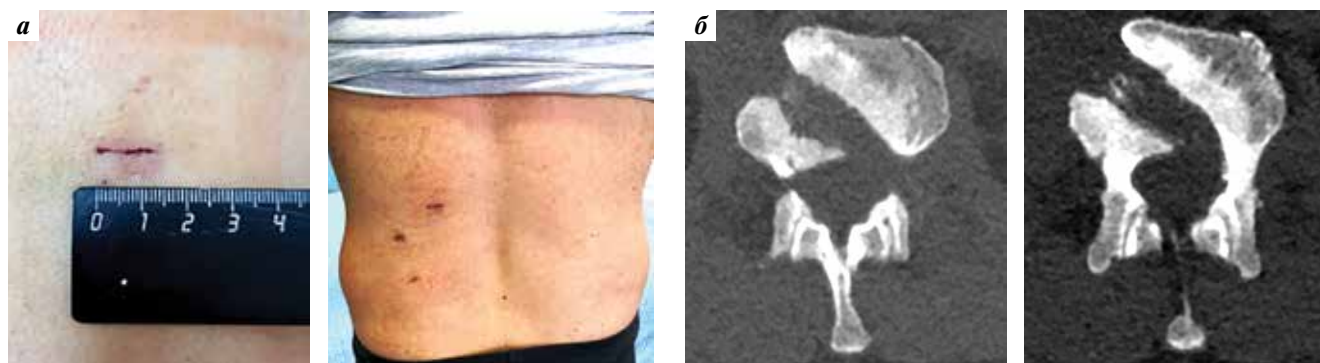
Послеоперационные изображения: а — внешний вид послеоперационной раны на 7-е сутки после вмешательства; б — послеоперационные компьютерные томограммы в аксиальной проекции
